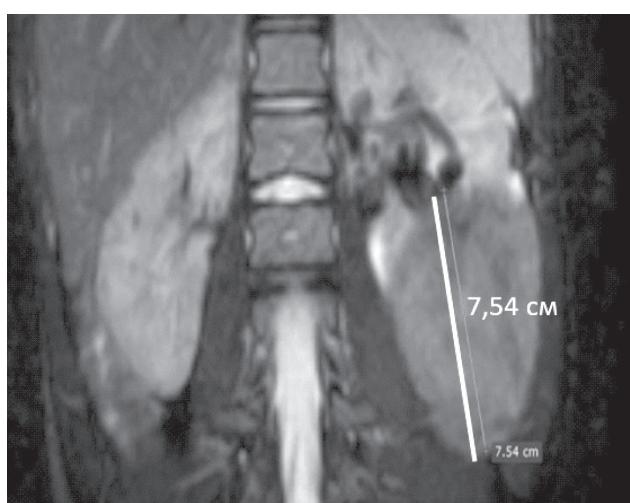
МРТ почек ребенка В., 10 лет. Ангиомиолипома левой почки.
